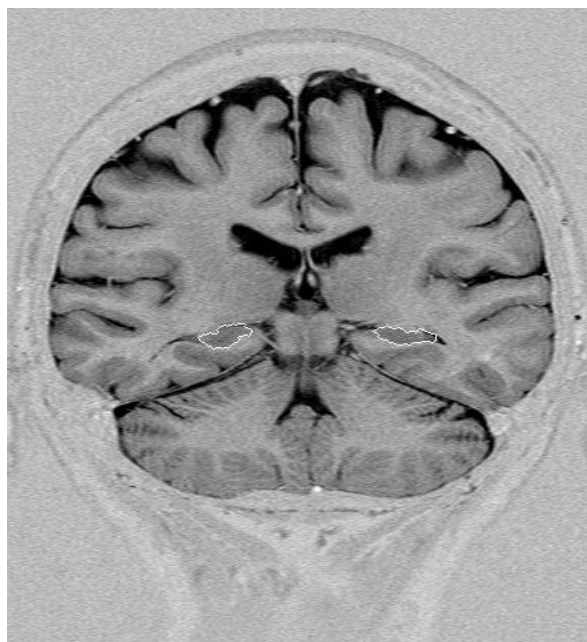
Imagem de volumetria por RM de idoso da amostra sem redução estrutural dos hipocampos.
